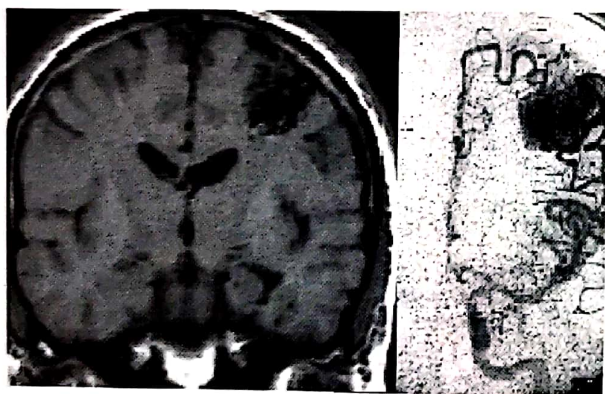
MAV tratată Gamma-Knife (IRM+DSA).
